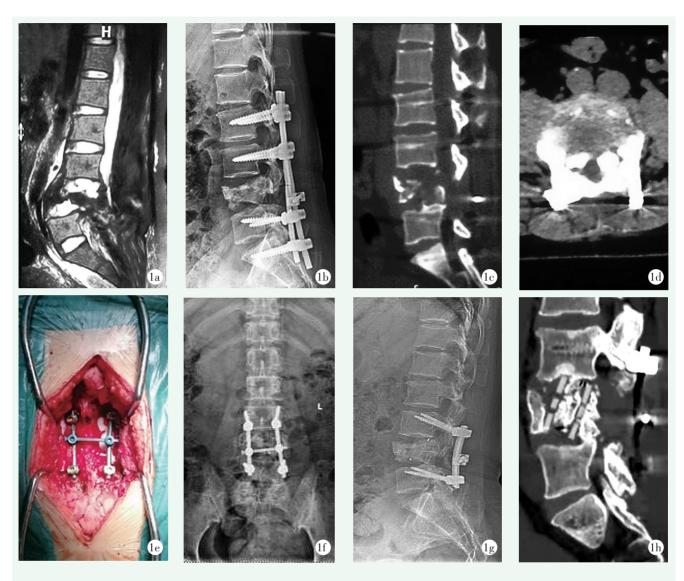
患者, 女, 54岁, L4椎体爆裂骨折、脱位并神经损伤, 腰椎 AO spine C型骨折, 采用 CBT 螺钉翻修治疗 1a: 第一次术前腰椎 MRI 平扫示 L4椎体爆裂骨折脱位, 神经受压 1b: 第一次术后 1 年半复查腰椎侧位 X 线片示左侧连接棒断裂 1c: 翻修术前腰椎 CT 平扫示 L4椎体内部分骨质缺损 1d: 翻修术前腰椎 CT 平扫示椎管内仍存在骨性压迫 1e: 采用 CBT 螺钉进行内固定翻修手术 1f: 翻修术后 1 年腰椎正位 X 线片示内固定位置良好 1g: 翻修术后 1 年腰椎侧位 X 线片示腰椎 Cobb 角较术前略有改善, L4椎体前缘高度同术前 1h: 翻修术后 1 年腰椎 CT 平扫示, 放置的纳米访生骨柱植骨融合良好
